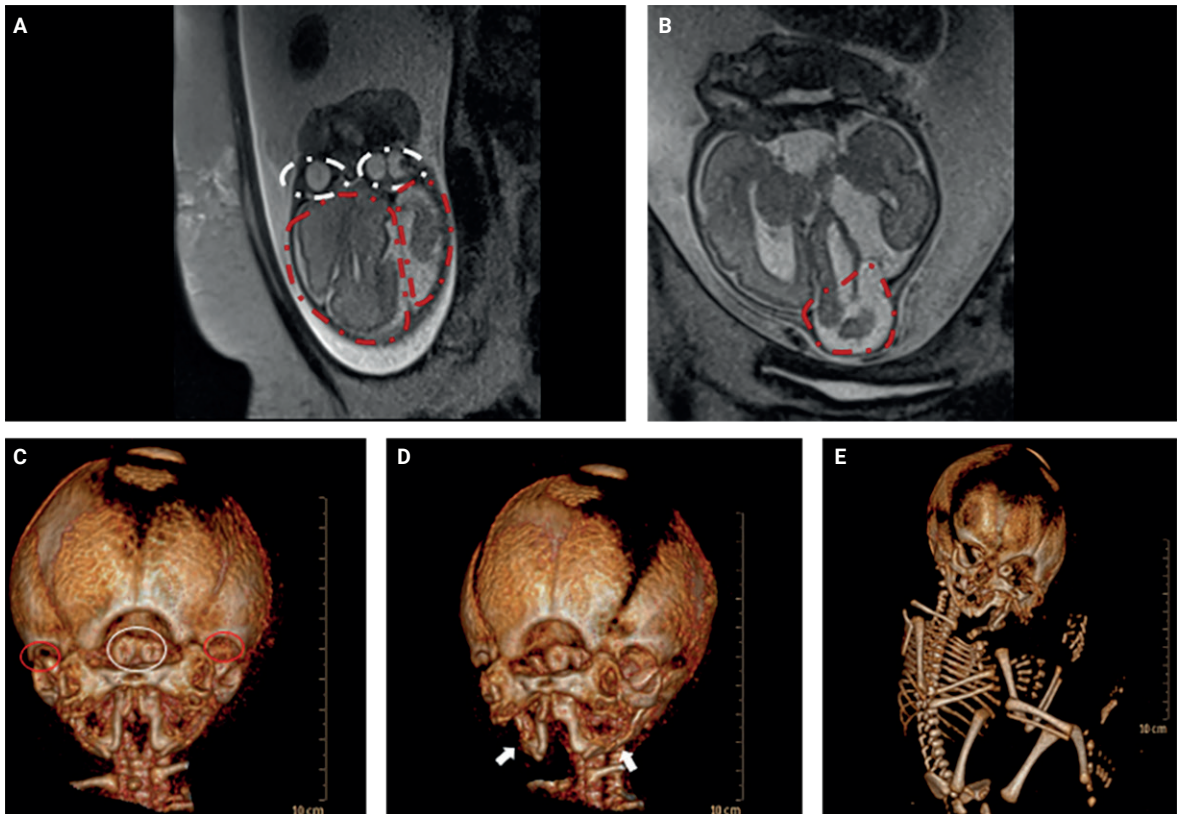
La resonancia magnética fetal (A y B) muestra los dos tejidos parenquimatosos cerebrales (círculos discontinuos rojos), la duplicación de los ojos (A) y confirma el encefalocele (B). La tomografía computarizada revela los cuatro globos oculares (círculos rojos y blancos) (C), la duplicación de las mandíbulas (flechas) (D) y el tronco único (E).
